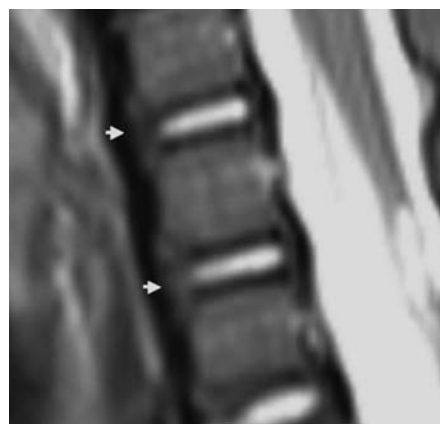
На сагиттальных срезах МРТ позвоночника — сужение передних междисковых пространств с формированием костных перемычек в области передних отделов тел позвонков на уровне Т9–L3, связанных с эрозией концевых пластинок
